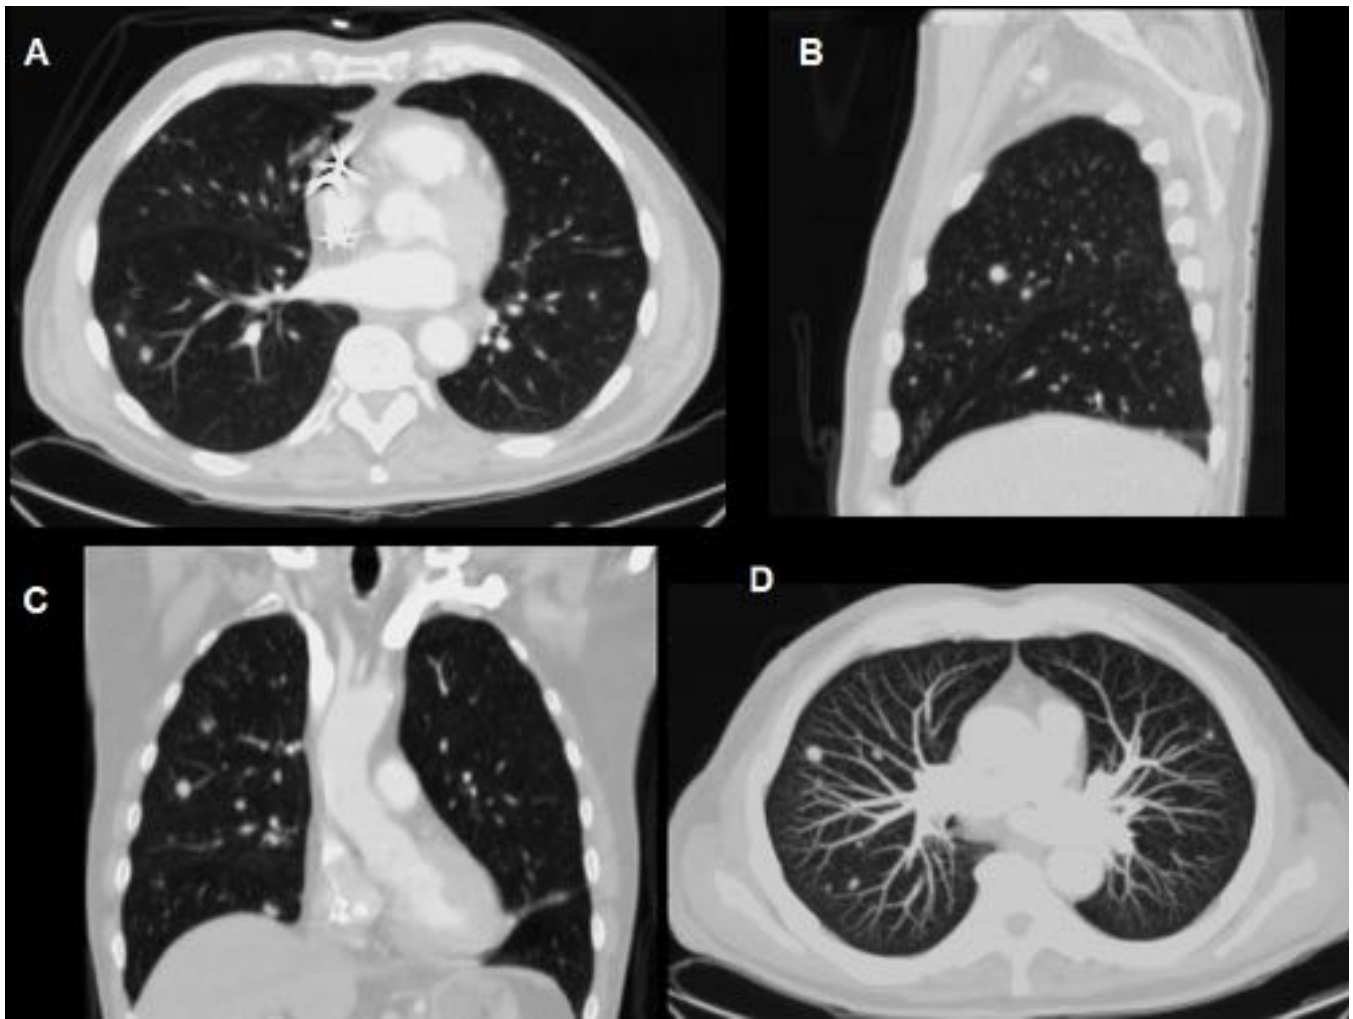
TC torácico con contraste intravenoso (ventana pulmonar); corte axial (A); reconstrucción sagital (B) y coronal (C); reconstrucción MIP grosor (10-15 mm) (D). Se aprecian múltiples nódulos pulmonares diseminados en ambos hemitórax, en paciente con antecedente de tiroidectomía previa con diagnóstico anatomopatológico de carcinoma papilar de tiroides.
